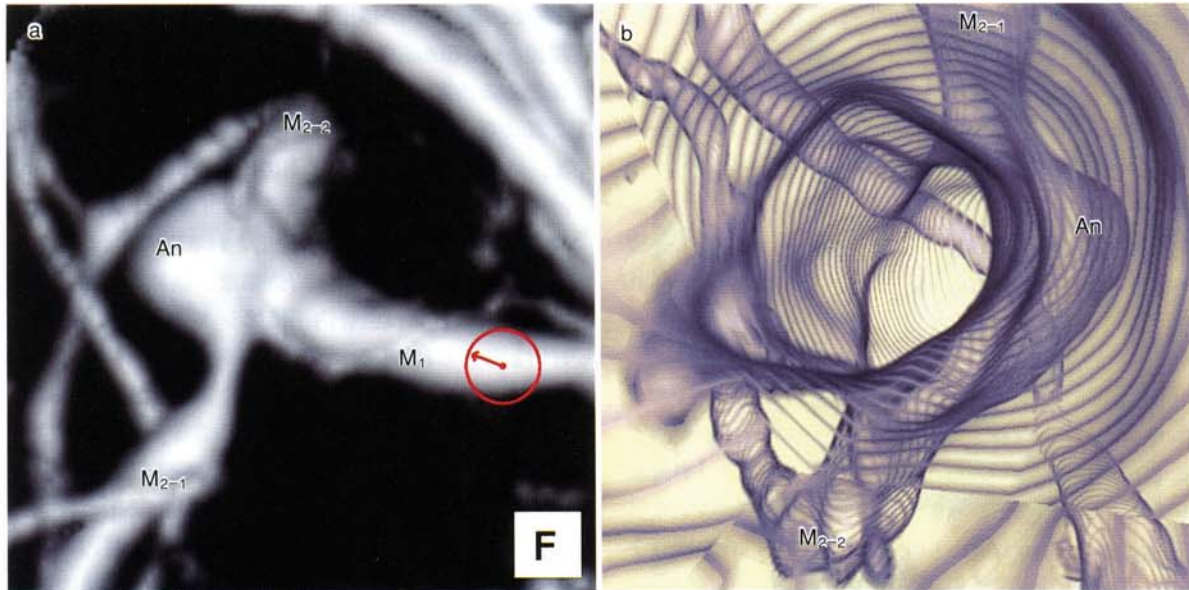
A case of the unruptured right middle cerebral artery aneurysm: Volume-rendering 3-D CTA image viewed from below shows the aneurysm at the bifurcation of the right M₁-M₂ (Fig.2 a). Corresponding virtual endoscopic "see-through" image viewed from the inner side of the M₁ (arrow) delineates the aneurysm and parent M₂ arteries through M₁ (Fig.2 b). Three-dimensional observation of all vascular structures is displayed well on this single image.
